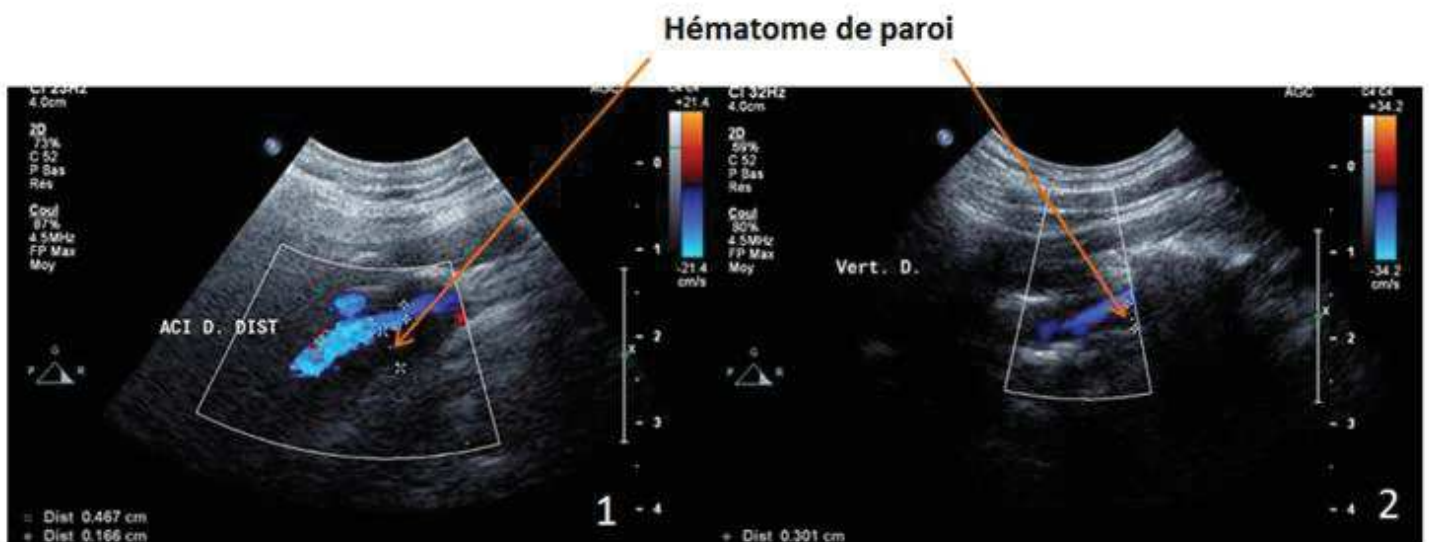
ETSA + doppler: hématome de paroi de l'ACID (1) et de l'AVD (2)
